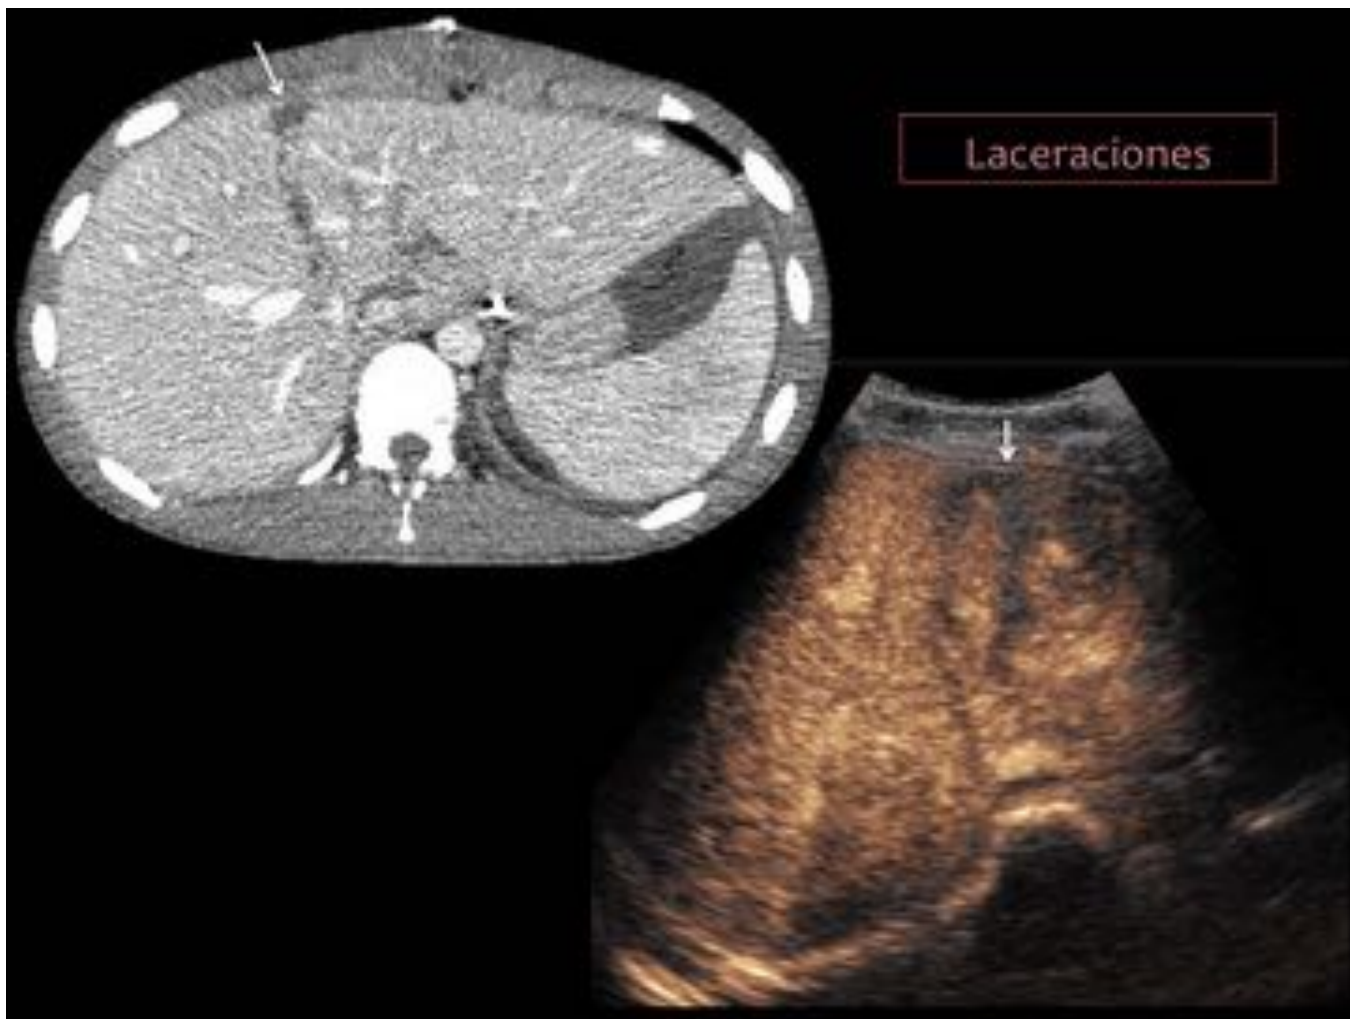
Varón de 17 años en postrasplante inmediato asintomático. La TC en fase venosa (izq) y la ecografía con contraste de micoburbujas (dch), muestran áreas parenquimatosas no realzadas con forma lineal y radial sugestivas de laceraciones (flechas).
